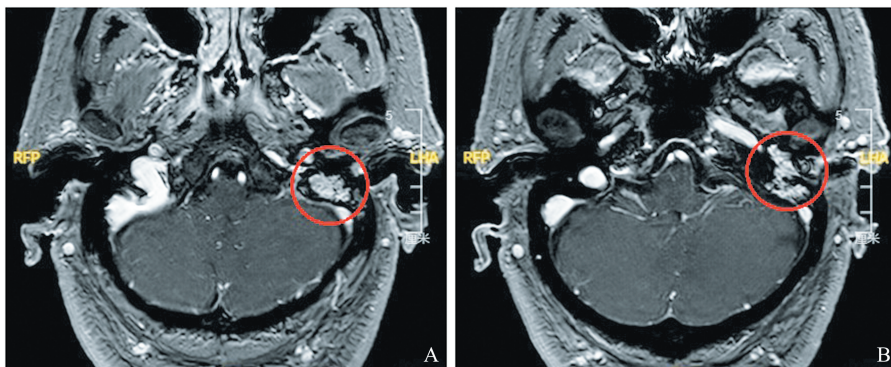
颞骨增强 MRI 提示左侧鼓室及乳突占位,增强明显强化(红色圆圈)
